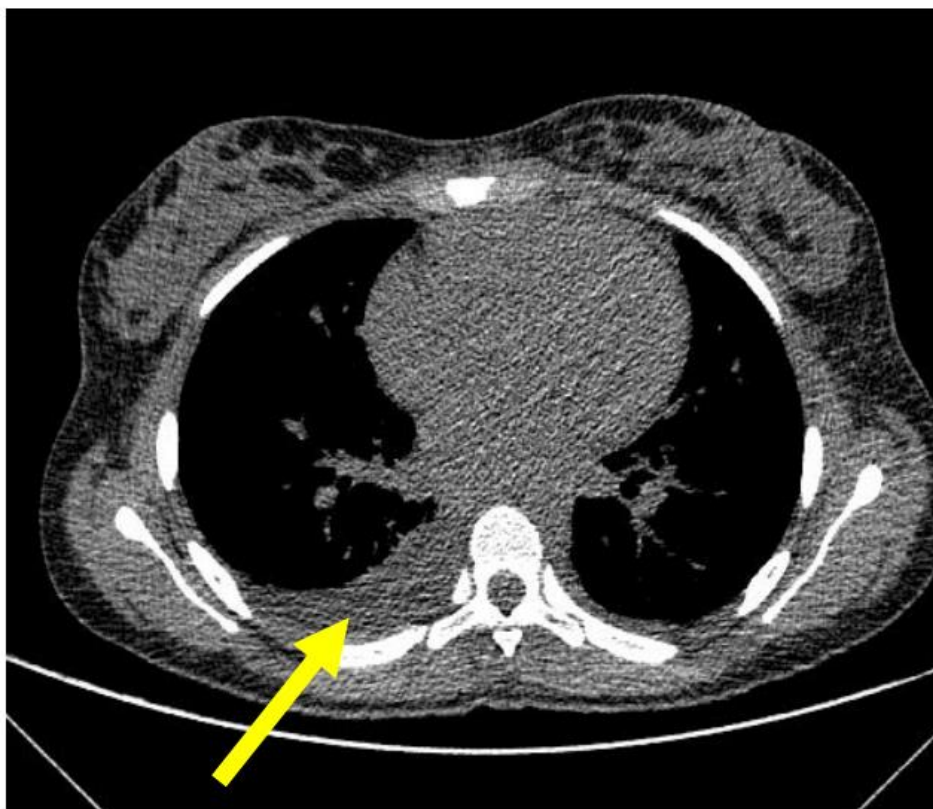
Tomografia de tórax com derrame pleural
